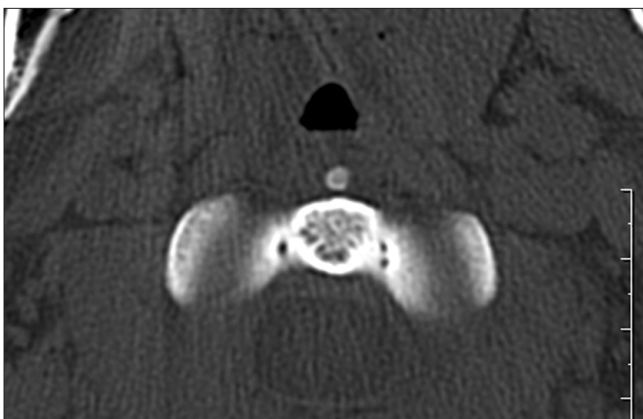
Axial CT image shows the midline location of the inferior accessory ossicle of the anterior arch of the atlas.
